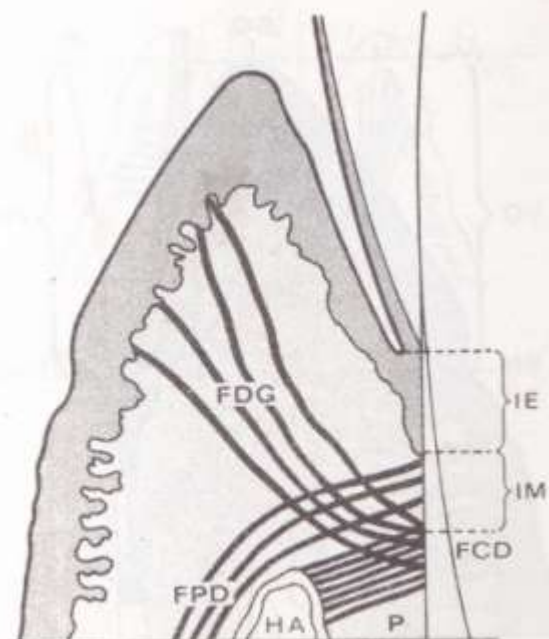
Adherencia epitelial. HA: hueso alveolar. P: periodonto. FDG: fibras dentogingivales. FPD: fibras periodontales. FCD: fibras crestodentales. IE: inserción ectodérmica. IM: inserción mesodérmica.
